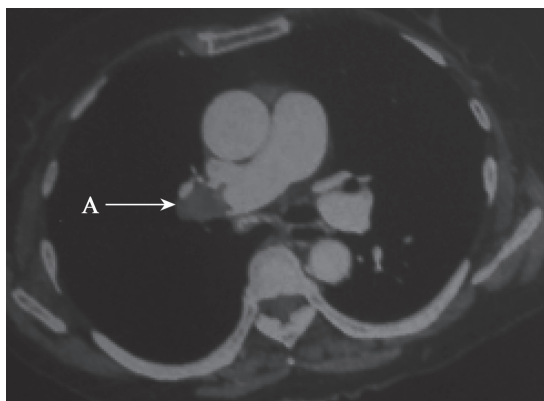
CT 肺动脉造影示 PTE（右肺动脉层面）
